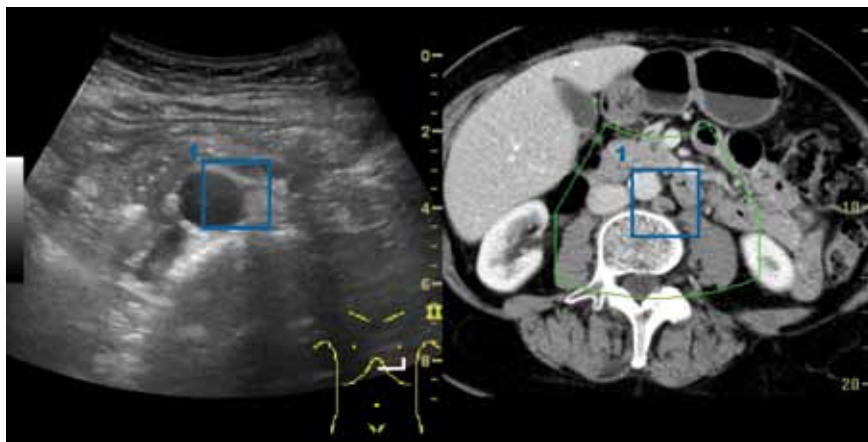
Gemeinsam aufgenommene Bilder im US (links) und im CT (rechts). Die blauen Kästen zeigen das markierte Ziel (1), das sich außerhalb der Ebene befindet. Der grüne Kasten im CT-Bild stimmt mit dem US-Bild überein. Zu beachten ist, dass die Skalierung der Bilder nicht übereinstimmt.
